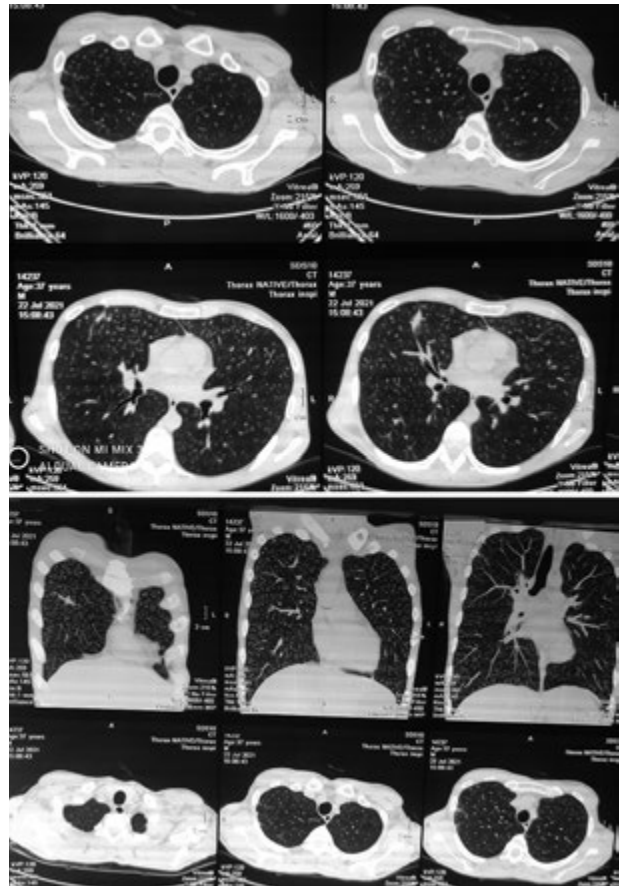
КТ. Множинні дрібновогнищеві тіні
